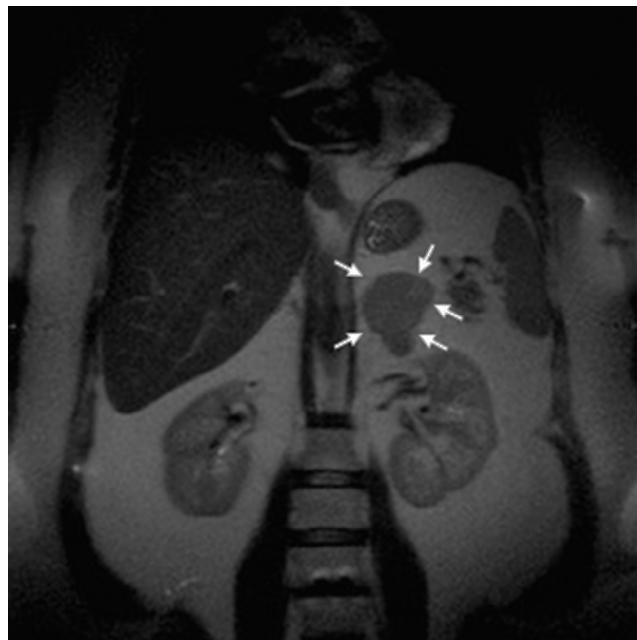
RMN abdominal: corte coronal en secuencia T1. Se observa masa suprarrenal izquierda (flechas blancas) de unos 6 cm de diámetro, polilobulada, de contornos bien definidos, que no infiltra estructuras vecinas. No se observaron alteraciones en la glándula adrenal derecha.
